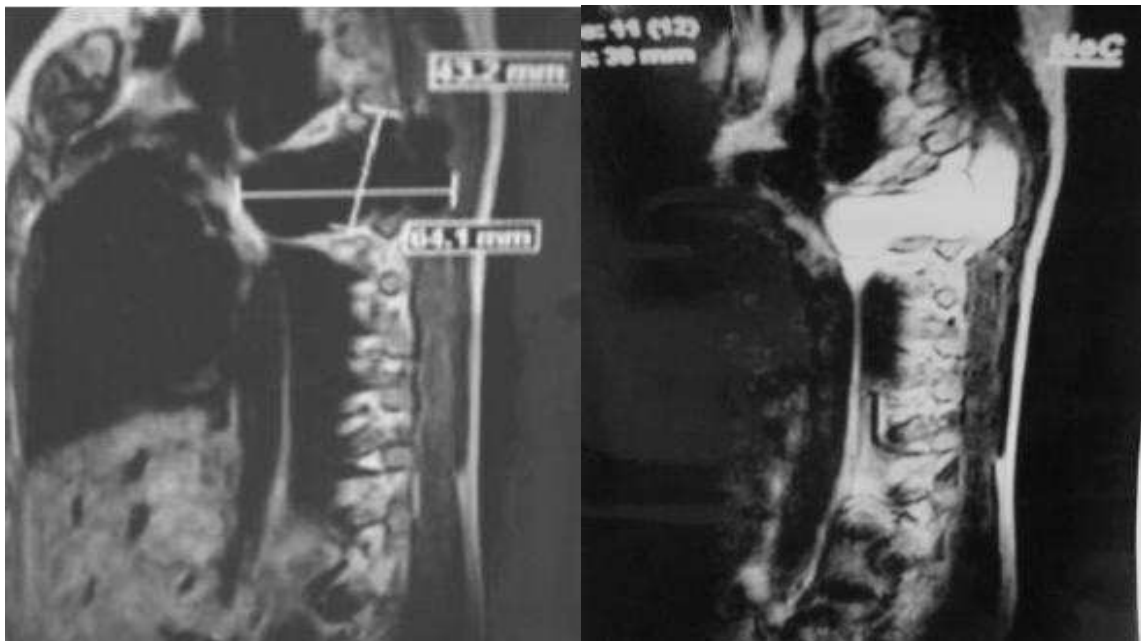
IRM dorsale en coupe sagittale séquence T1 : multiples kystes intracanaux avec compression médullaire
